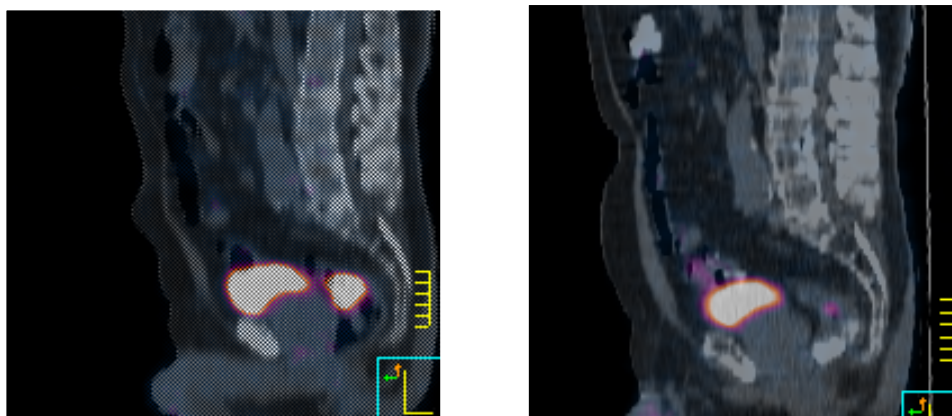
Imágenes de PET pre y post quimiorradiación neoadyuvante en cáncer de recto
